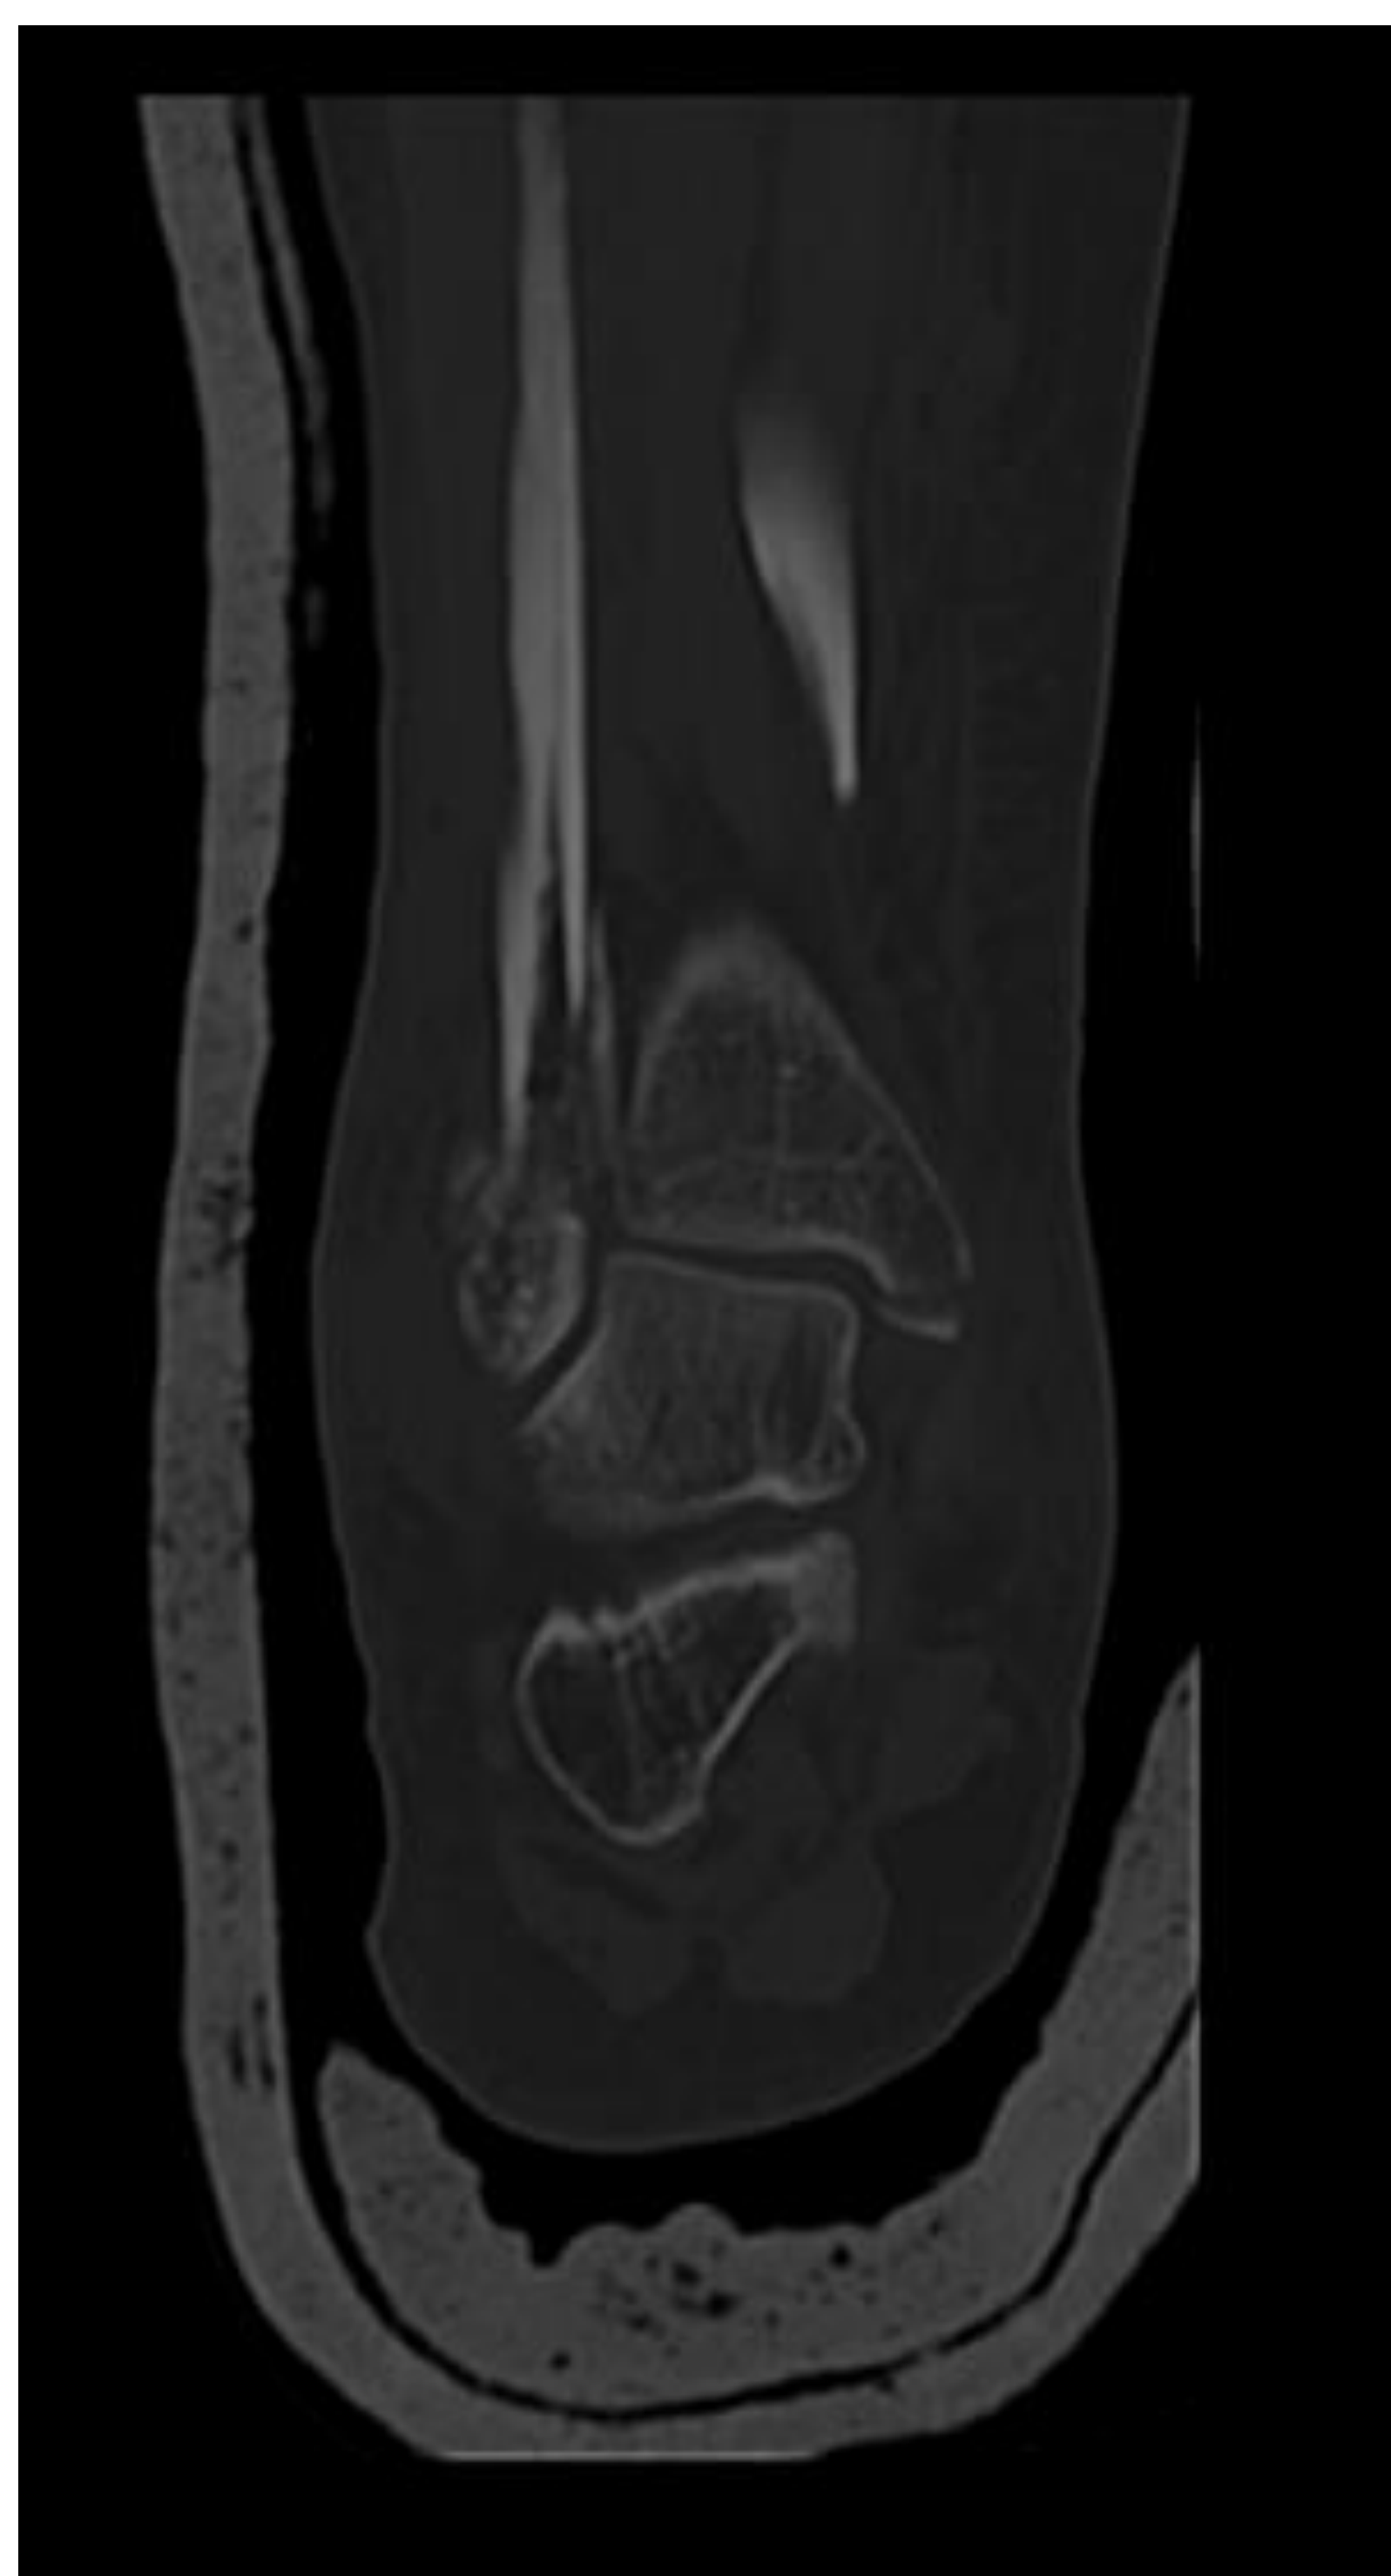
Correlación con TC sin CIV. Plano coronal.
